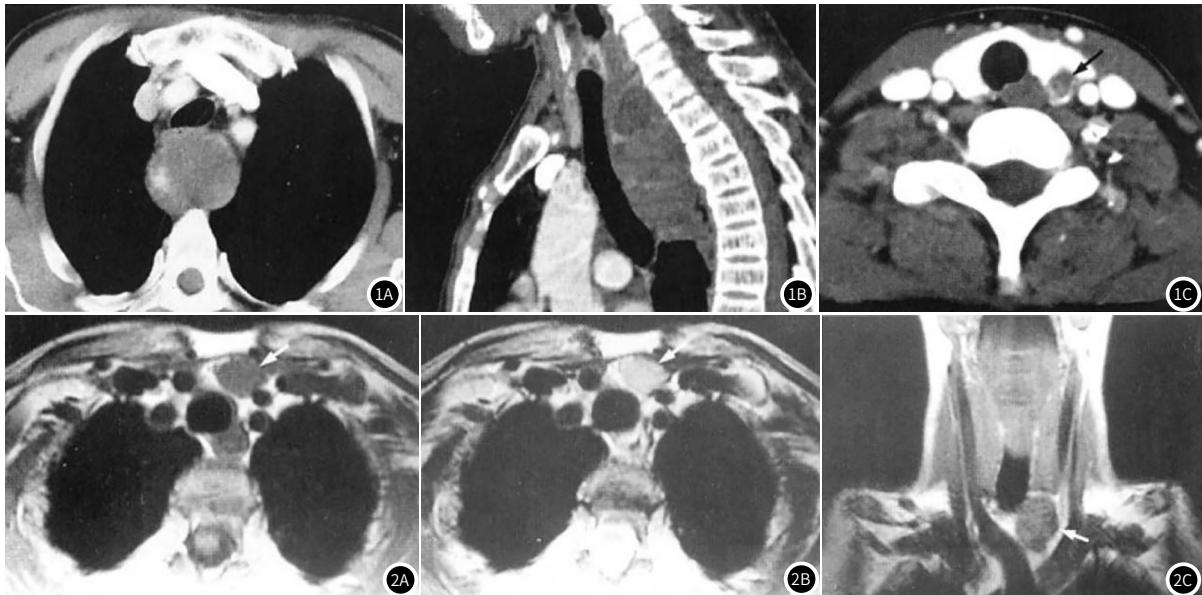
CT增强扫描影像图。1A：胸廓入口水平气管后异位甲亢，呈现不均匀强化；1B：矢状面重组图像显示病灶上下径较大，强化不均匀；1C：左侧甲亢，显示不均匀强化。图2 MRI扫描图像。2A：表示颈根部胸骨柄后，T₁WI胸骨后偏左侧类圆形病灶，呈均匀等信号，边界清楚(箭头)；2B：T₂WI示病灶呈均匀略高信号(箭头)；2C：冠状面T₁WI显示病灶(箭头)与气管及大血管的关系更清楚。
